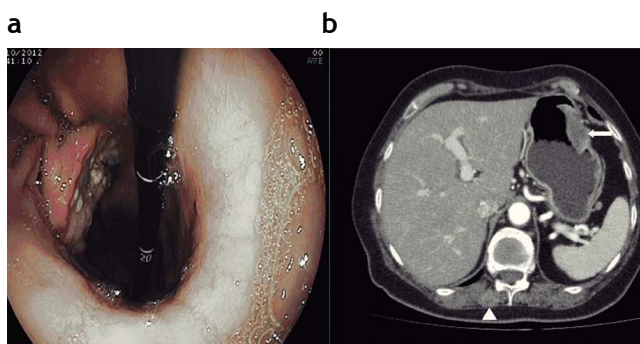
(a) Gastroscopia: se observa una masa ulcerada dependiente de la pared gástrica. (b) Corte axial de tomografía computada: se evidencia una lesión sólida hiperdensa en la curvatura mayor del estómago que se proyecta a la luz gástrica (flecha blanca). También se aprecia un implante en la musculatura retromática (punta de flecha).
